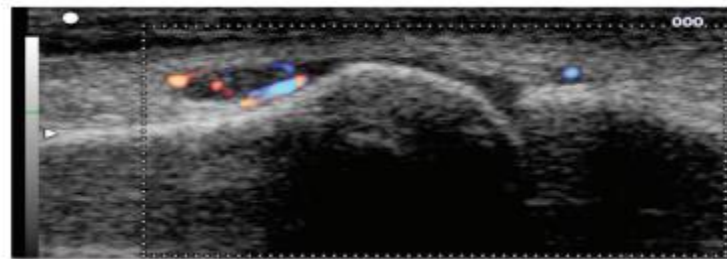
synovite de la MTP1(épanchement et doppler positif) [39]
